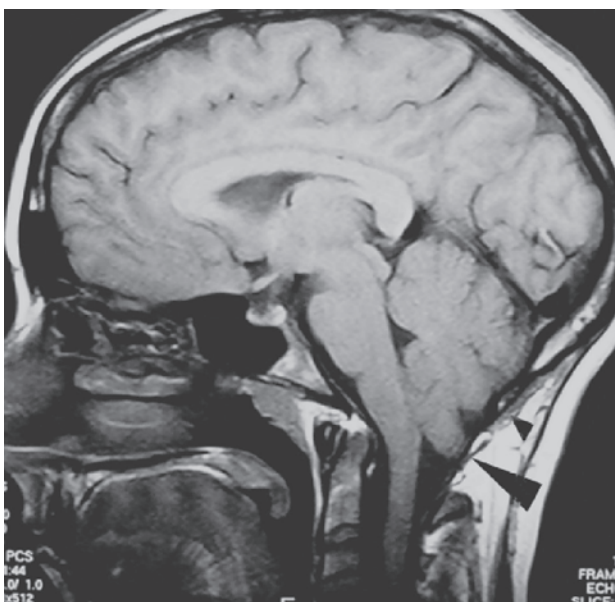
MRI sagittal ponderada en T1 de un paciente con una malformación de Chiari tipo I. La punta de flecha grande señala las amígdalas cerebelosas. La punta de flecha pequeña apunta hacia el arco posterior del agujero magno.
